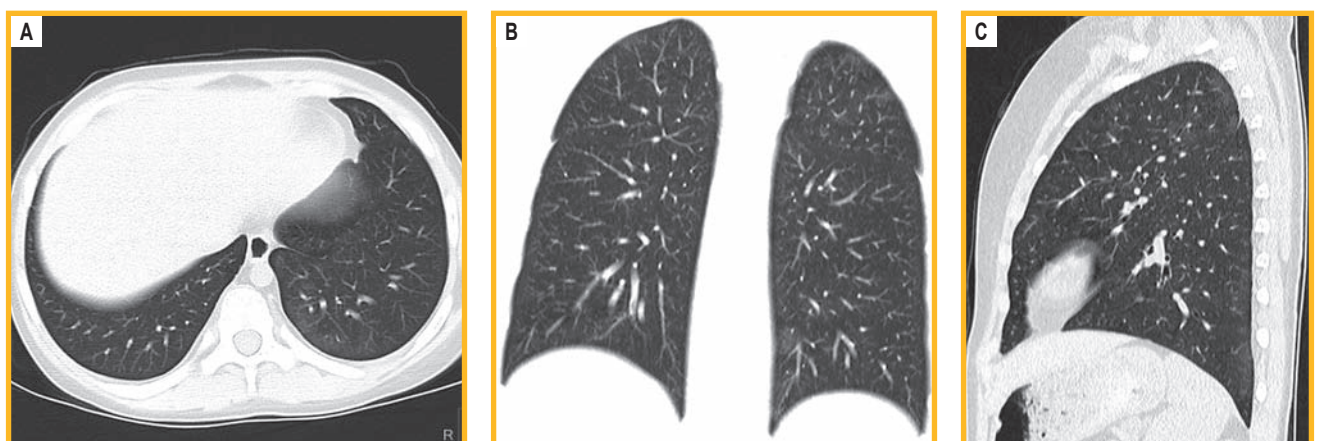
Компьютерная томография легких в динамике. Многоплоскостные реформации: А – аксиальная проекция (на уровне нижних отделов легких); В – коронарная проекция (на уровне задних отделов легких); С – сагитальная проекция (на уровне левого легкого). Небольшие участки уплотнения легочной ткани по типу «матового стекла» сохраняются в S10 левого легкого (А, С), в верхушках обоих легких (В). На сагитальном срезе левого легкого изменения локализируются в периферических отделах верхней и нижней долей
